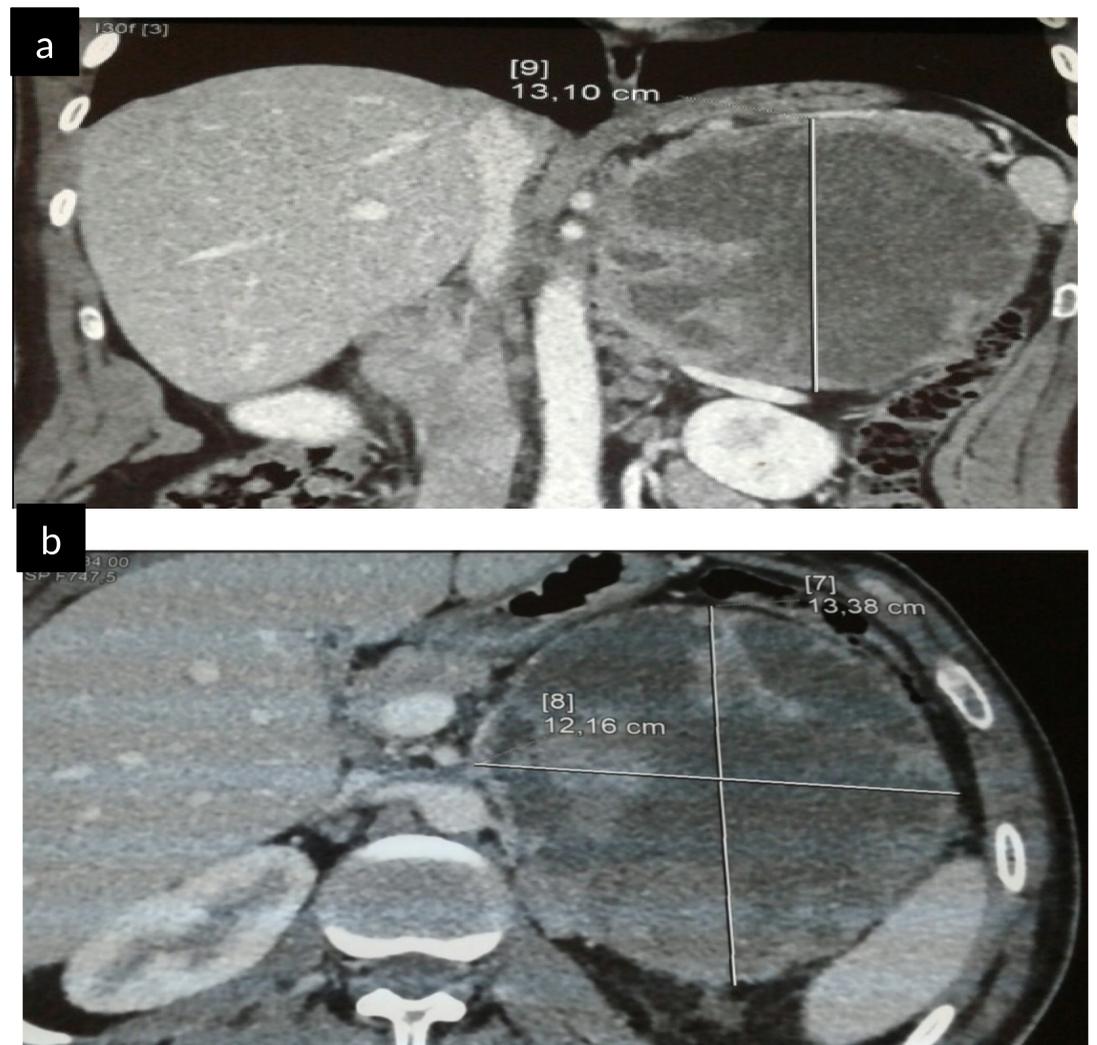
TDM abdominale en coupe sagittale(a) et transversale(b) montrant la masse rétropéritonéale de 13 cm hétérogène sans signes d'extension locorégionale
